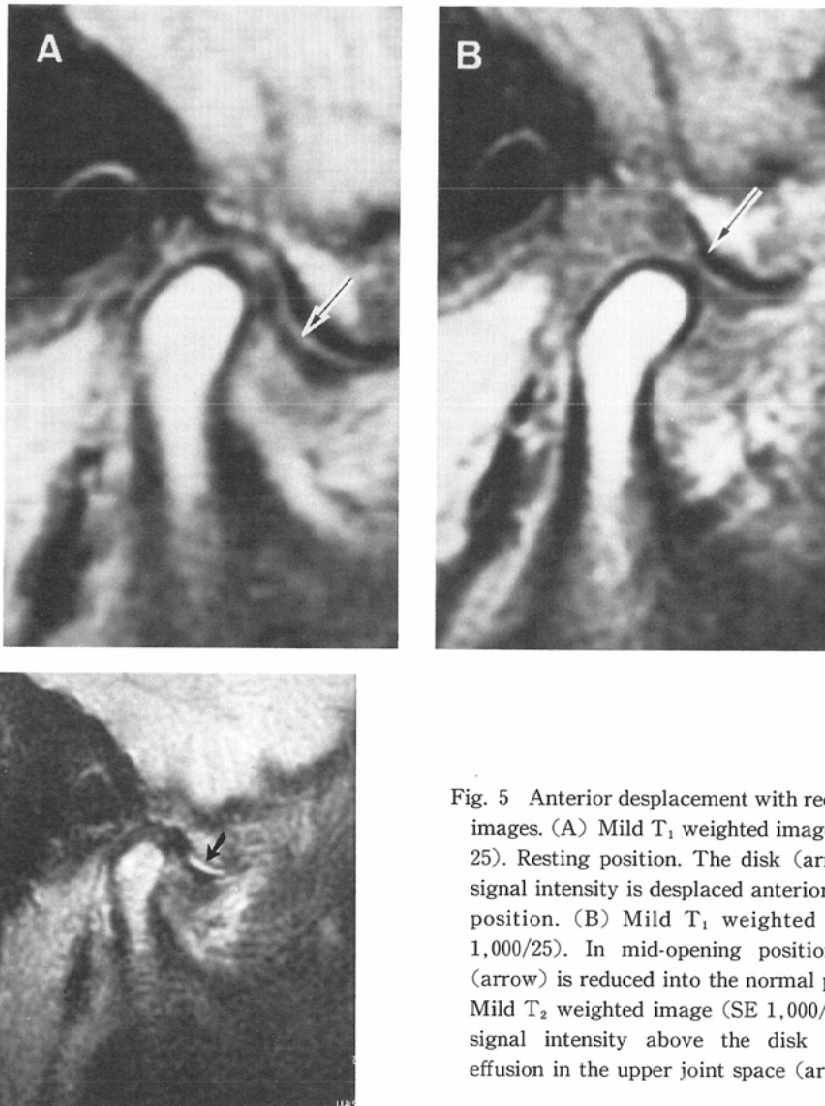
Anterior displacement with reduction: MR images. (A) Mild T_1 weighted image (SE 1,000/25). Resting position. The disk (arrow) of low signal intensity is displaced anteriorly in resting position. (B) Mild T_1 weighted image (SE 1,000/25). In mid-opening position, the disk (arrow) is reduced into the normal position. (C) Mild T_2 weighted image (SE 1,000/100). Bright signal intensity above the disk representing effusion in the upper joint space (arrow).
